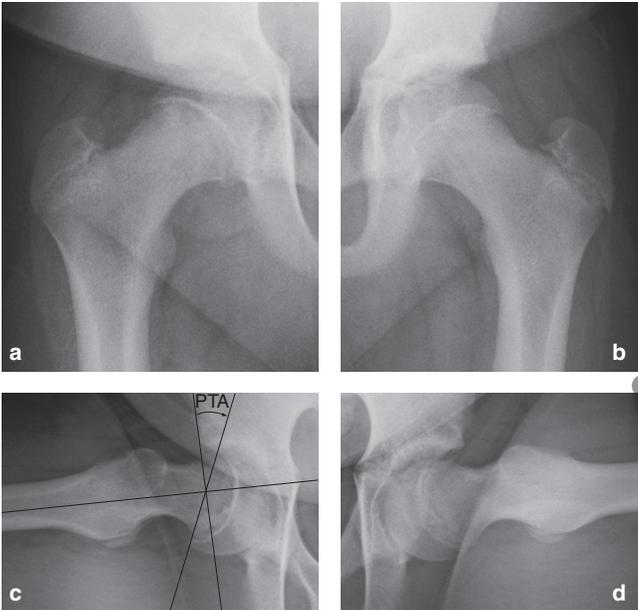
13歳男子 右大腿骨頭すべり症 単純X線像
